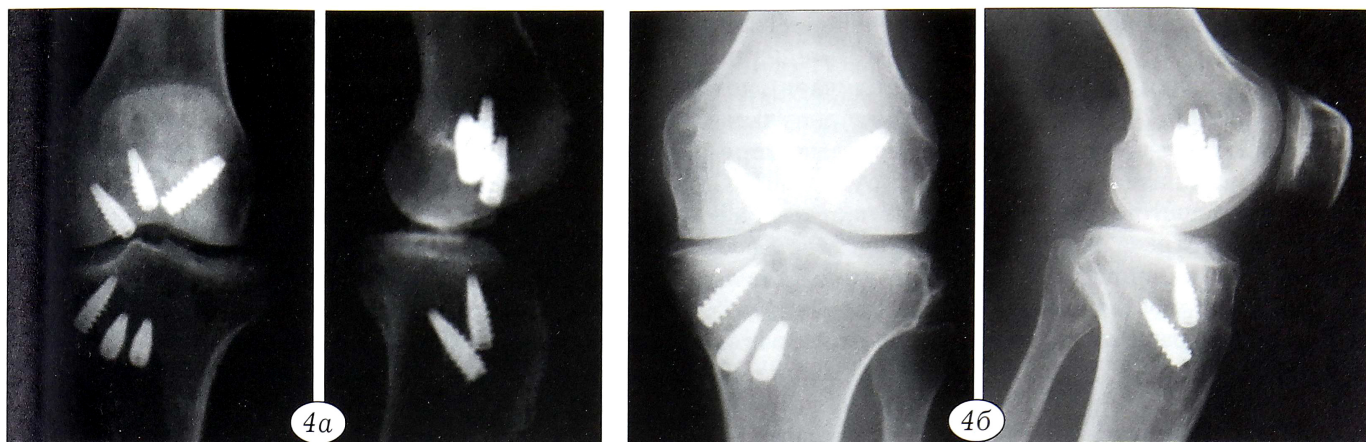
Рентгенограммы больного С. 43 лет после эндопротезирования ПКС и ЗКС (а) и спустя 2 года 8 мес после операции (б).
